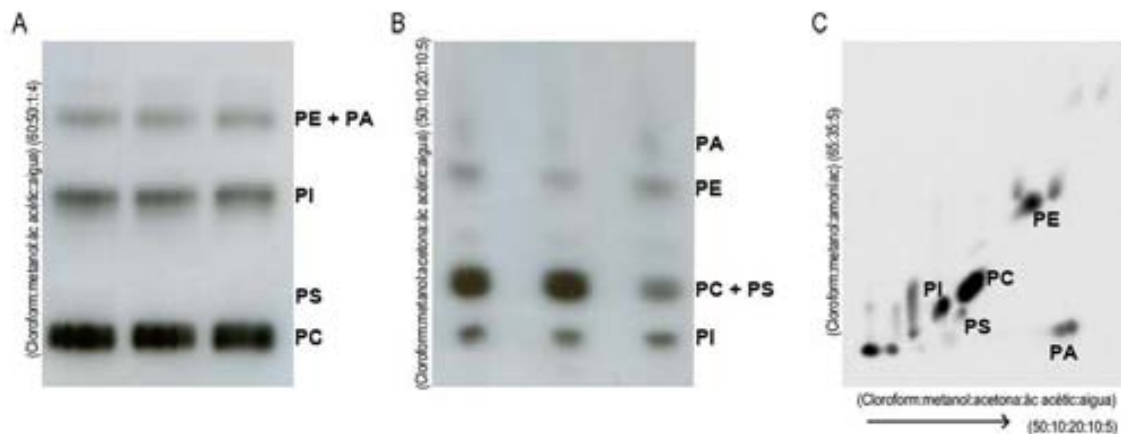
Figura M-2. Separació dels glicerofosfolípids per TLC. Per a la separació dels glicerofosfolípids es van emprar 2 tipus de TLCs monodimensionals i un de bidimensional, realitzades amb les fases mòbils indicades a la figura. Els fosfolípids marcats amb ^{32}P van ser identificats mitjançant una autoradiografia i la seva tinció amb iode, i posteriorment es va recollir la sílica corresponent a cada compost per mesurar-ne la radioactivitat en un comptador de centelleig.
